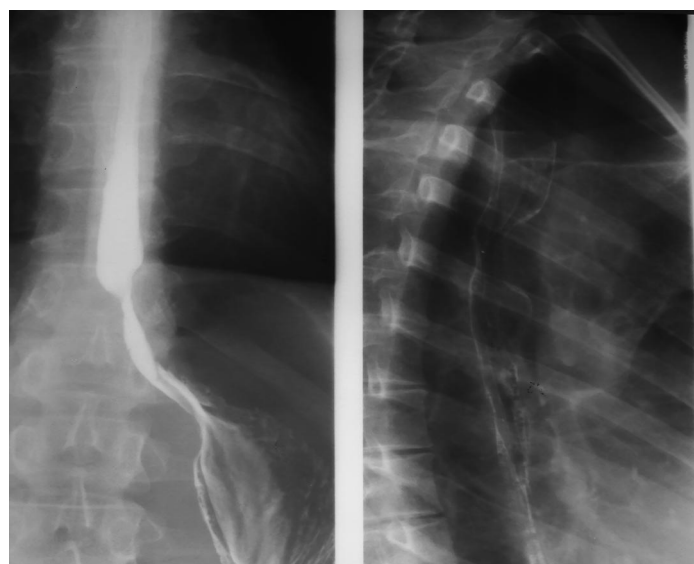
Рентгенограмма пищевода той же пациентки через 5 лет после оперативного лечения
